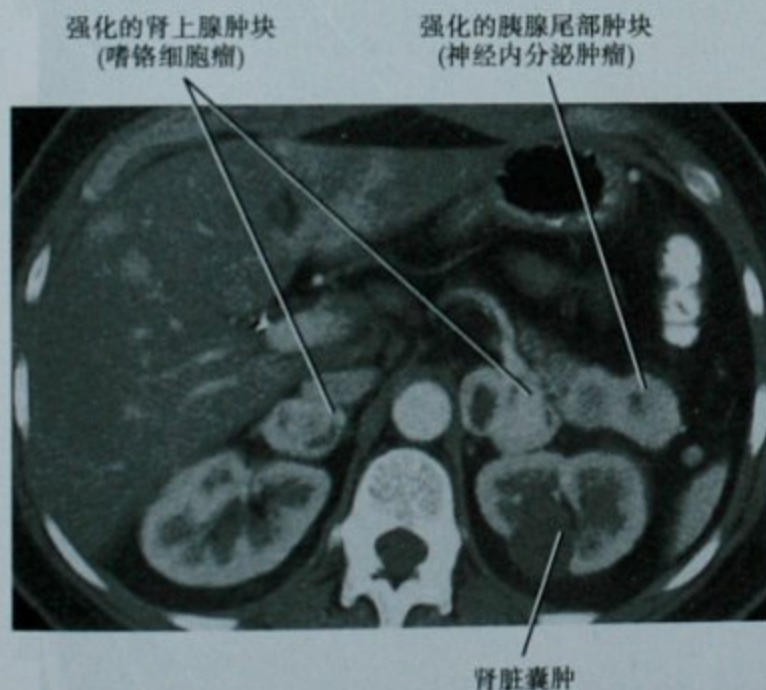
von Hippel-Lindau 病, 双侧肾上腺嗜铬细胞瘤, 胰腺神经内分泌肿瘤和肾囊肿, 术中发现双侧肾细胞癌(图中未显示), 横断面增强 CT 扫描
